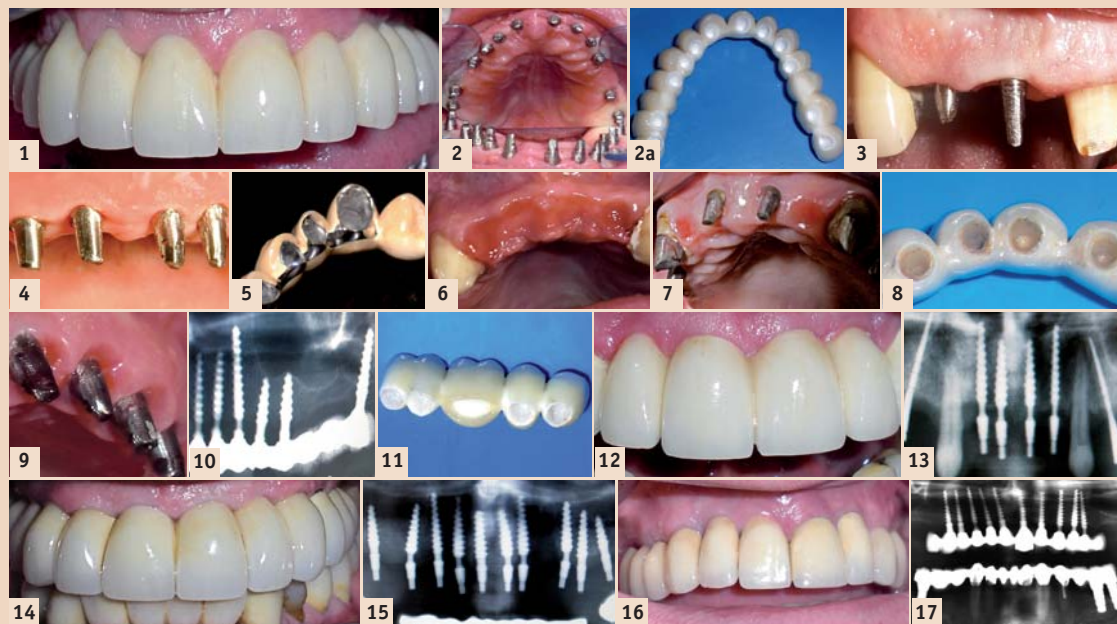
Zirkonbrücke auf 12 sofortbelasteten KOS-Implantaten nach einem halben Jahr. – Abb. 2: Gleicher Fall wie Abb. 1, direkt nach Implantation von 12 KOS-Implantaten. – Abb. 2a: Gestaltung der Zirkonoxid-Keramikbrücke von basal. Da die Implantatköpfe einen Durchmesser von nur 3,3 mm besitzen, spielt eine leichte seitliche Abweichung der Implantatposition keine Rolle für die Ästhetik. Wichtig ist aber, dass die Implantate auf der palatinalen Seite des Kieferkammes inseriert wurden. – Abb. 3: Ästhetikproblem bei unterschiedlichen Durchmessern von Zahn und Implantat. – Abb. 4: Blutfreie Gingiva direkt nach Implantation. – Abb. 5: Übermodellation im bukkalen Bereich, lingual exakte Orientierung an dem Implantatstumpf. – Abb. 6: Gingivareaktion unter einer 12 Jahre alten Frontzahnbrücke. – Abb. 7: Gingivareaktion einer nach 5 Jahren vom Zement gelösten VMK-Brücke (entzündliche Rötung nur im Brückengliedbereich, keine Reaktion bei eigenen Zähnen und Implantaten). – Abb. 8: Sicht einer nach 2 Jahren gelösten Zirkonkeramikbrücke. – Abb. 9: (Fall zu Abb. 8) Pseudopapillenbildung bei übermodellierter Zirkonkeramik. – Abb. 10: (Rö zu Abb. 8, 9) trotz Übermodellation kein Knochenrückgang. – Abb. 11: Zirkonoxidkeramik bei lateralen Modellationen. – Abb. 12: Übermodellationsansicht 10 Monate nach Insertion und Zementierung. – Abb. 13: (Rö zu Abb. 12). – Abb. 14: Ansicht ein Jahr nach Insertion und Zementierung. – Abb. 15: Rö zu Abb. 14. – Abb. 16: Zirkuläre VMK-Brücke nach 13 Jahren, durchweg bukkal übermodelliert. – Abb. 17: Panoramaröntgen zu Abb. 16, nach 13 Jahren gleichbleibender Knochenverlauf.
